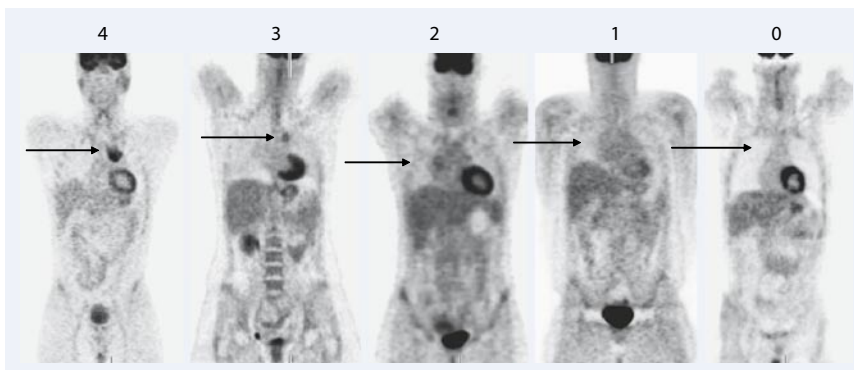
▲ Intensität des FDG-Uptake in den Scores 0–4. Hierbei sind die Scores 3 und 4 eindeutig PET-positiv, die Scores 0 und 1 eindeutig PET-negativ. Bei Score 2 richten sich die Therapiekonsequenzen am Studienprotokoll aus
